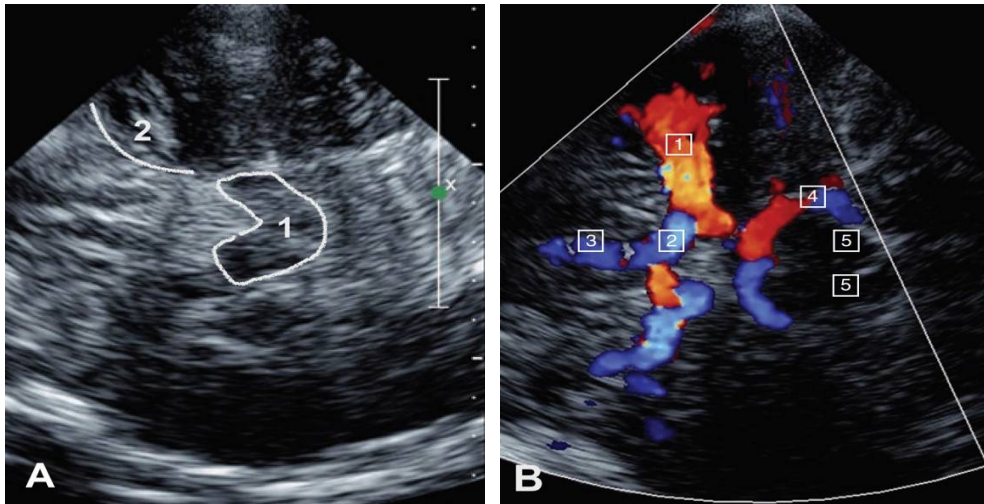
Echo-Doppler Transcrânien
